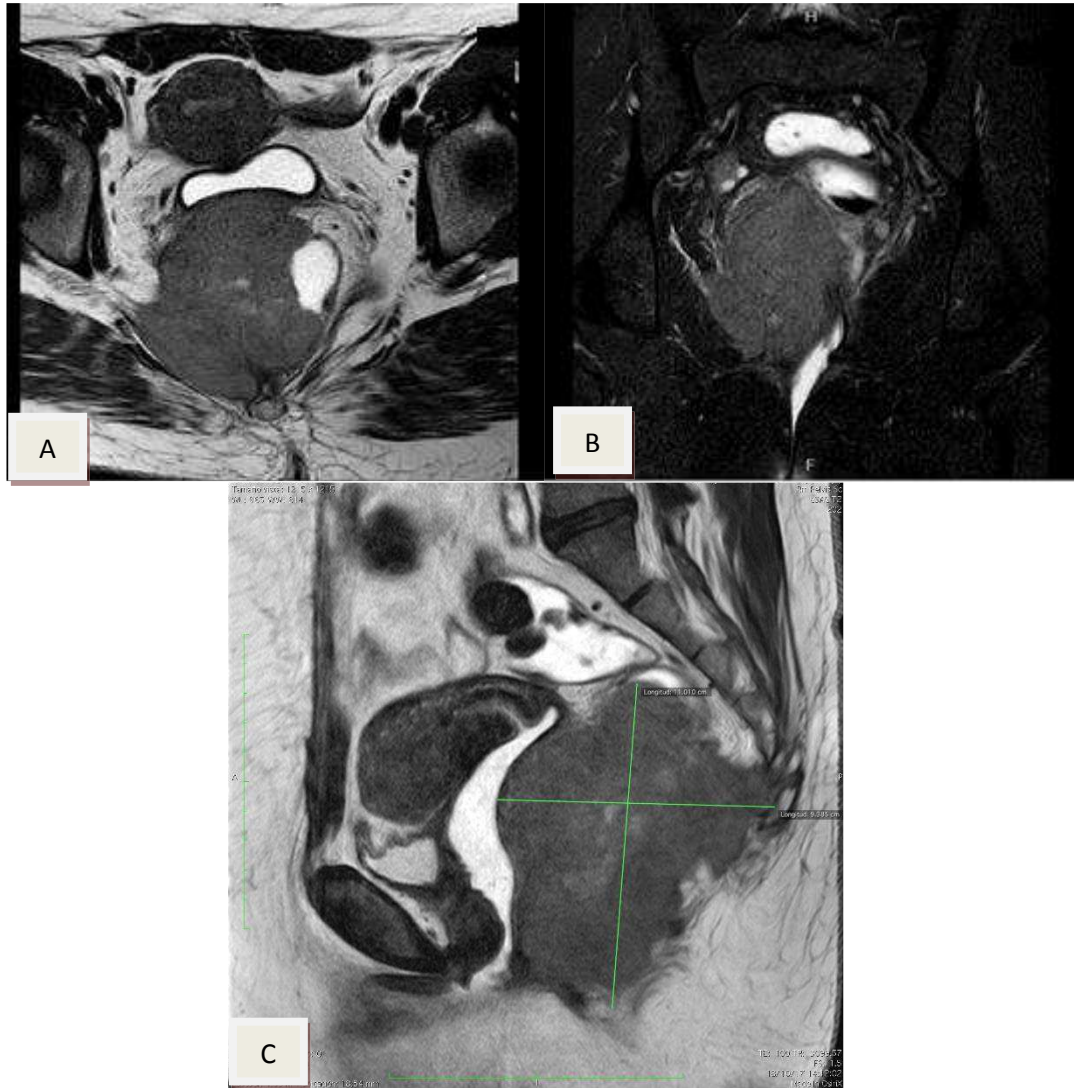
RMN de Pelvis Simple. Paciente con cáncer de recto, sexo femenino, 44 años de edad. A) Plano Axial secuencia T2, B) Plano Coronal T2 spir donde se visualiza una masa infiltrante heterogénea, voluminosa, hipointensa derecha que estenosa el lumen del recto medio inferior, C) Imagen en Plano Sagital T2 del mismo paciente donde se observa que la masa compromete extrínsecamente los planos grasos de fosa isquiorectal, fascia y grasa mesorectales, distalmente hasta el canal anal y posteriormente hasta el plano óseo del sacro-coxis.
